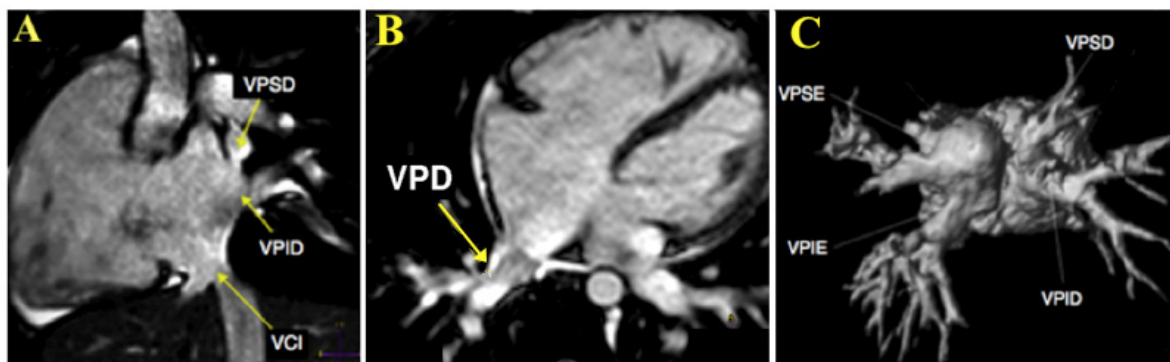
Paciente feminina, com 22 anos, submetida a RMC na qual apresentou aumento de cavidades direitas, com função ventricular preservada. A e B: Sequência de cine-RM, revelando veias pulmonares direitas (VPD) superior (VPSD) e inferior (VPID) drenando em átrio direito, além da veia cava inferior (VCI). C: Angio-RM de veias pulmonares em visão superior confirmando a presença de drenagem anômala parcial de veias pulmonares, com duas veias pulmonares drenando em cada um dos átrios. VPSE: veia pulmonar superior esquerda; VPIE: veia pulmonar inferior esquerda.
